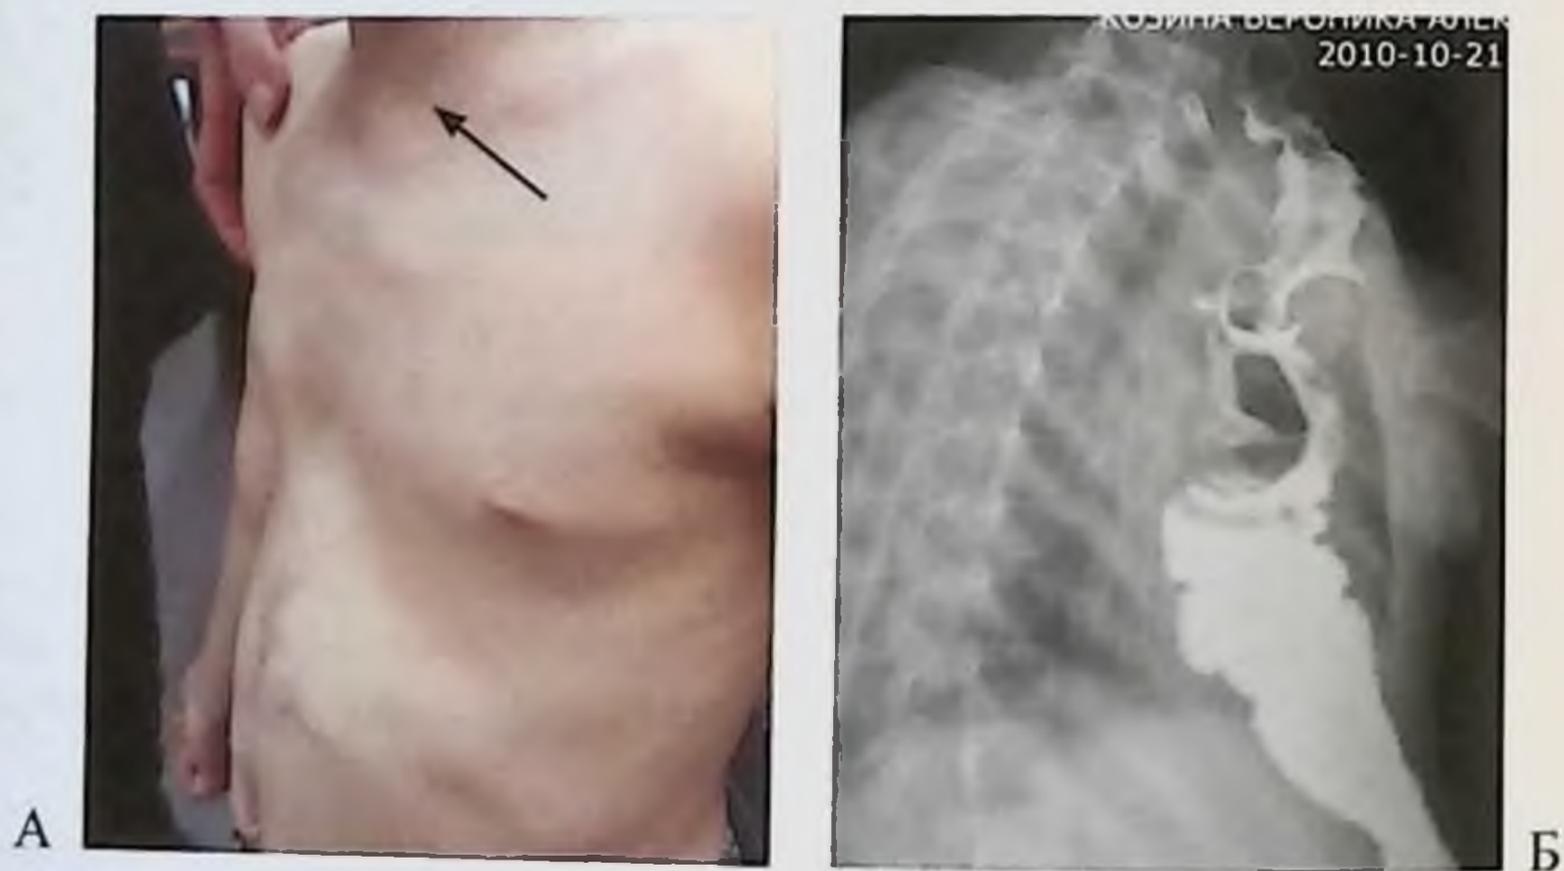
А - внешний вид шеи и верхнего отдела грудной клетки в области резекции рукоятки грудины (стрелка) ребенка через 8 лет после эзофагопластики. Выпячивания кишки в дефекте грудины не определяется. Б – рентгенограмма контрастированного искусственного пищевода этого больного (боковая проекция)
